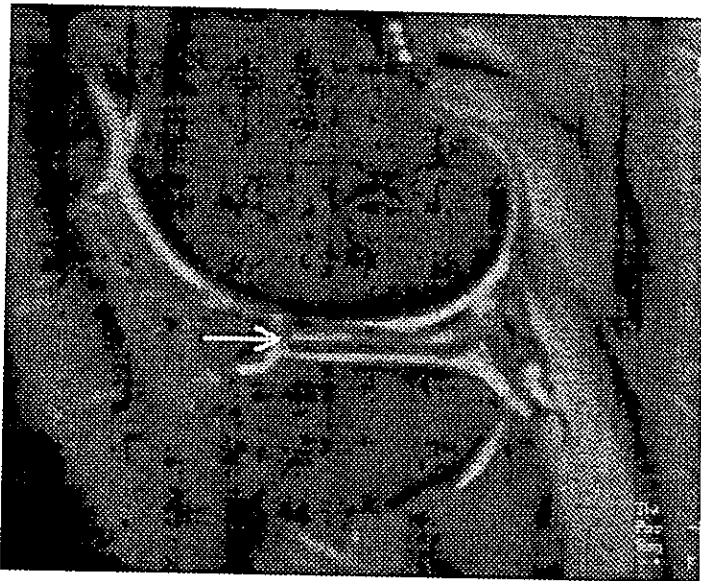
IRM Eco de gradiente en sagital, con FL2D 25 TR 612 TE 18 que muestra Menisco Lateral Discoide con Fractura Horizontal.
